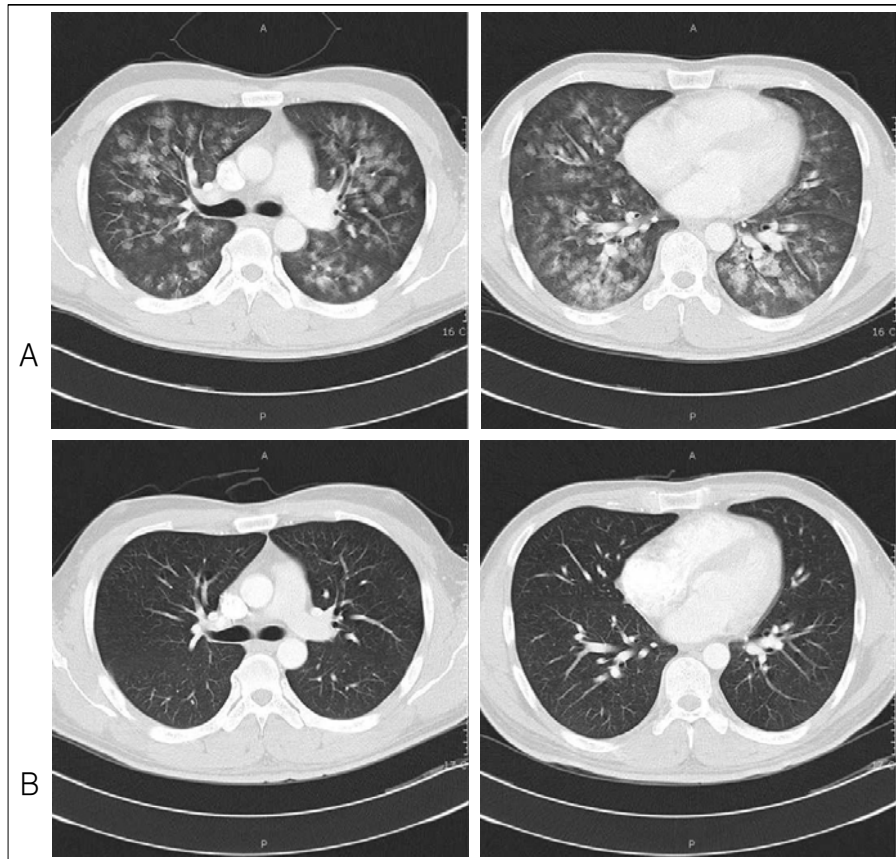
Finding of high resolution chest CT scan. Diffuse bilateral ground glass opacity on admission (A). 7 admission days, complete resolution of lung lesion (B).
